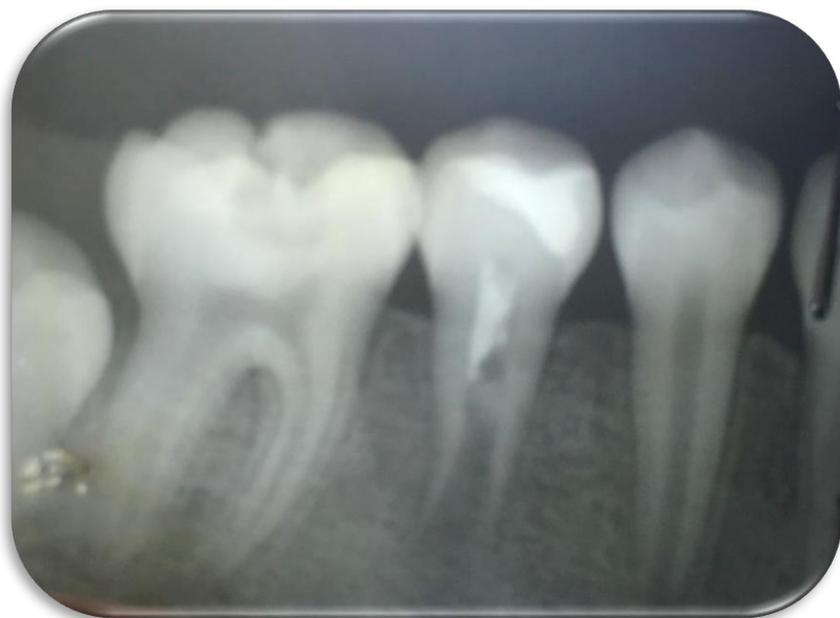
Radiografía postoperatoria
